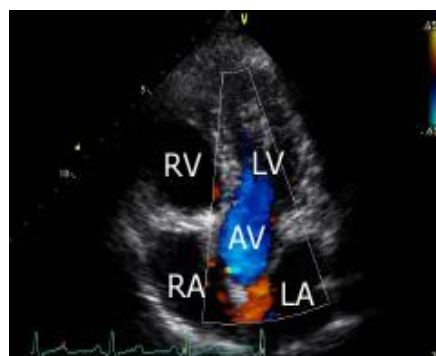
Imagen doppler color
